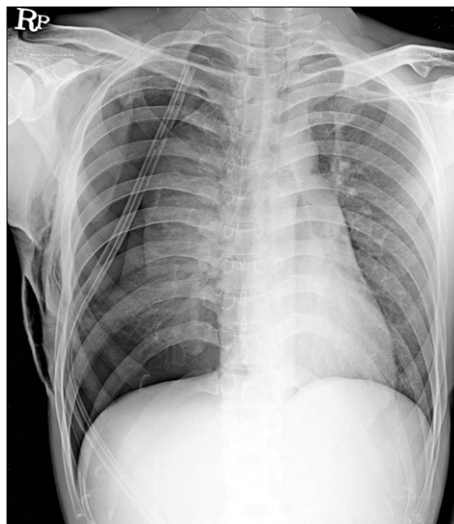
Follow-up chest radiograph after chest tube placement revealed the generalized subcutaneous emphysema at right chest wall and both cervical space. Also progression of right pneumothorax was seen.
